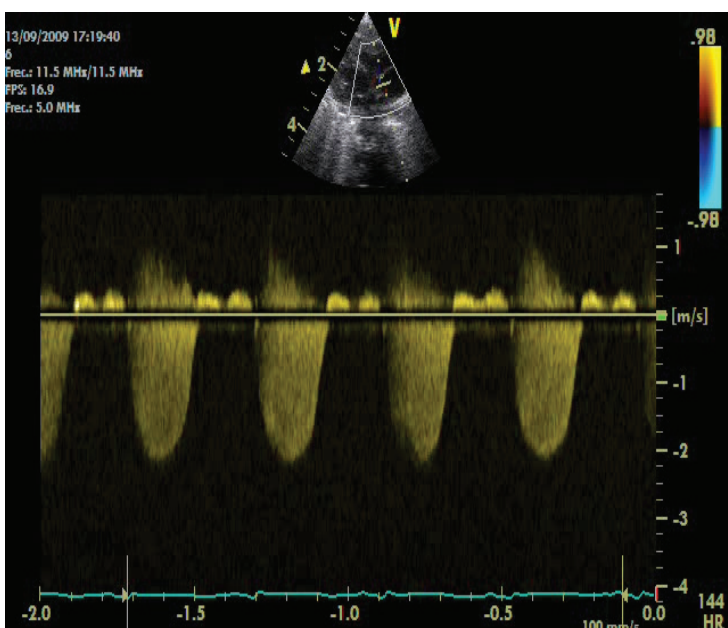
Cálculo de la presión pulmonar utilizando la regurgitación del flujo sanguíneo a través de la válvula tricúspide desde un eje paraesternal largo convencional, angulando la sonda hacia la derecha del paciente para visualizar el corazón derecho. En la imagen, el volumen de muestra se localiza en la aurícula derecha para recoger con Doppler continuo la velocidad máxima del chorro de regurgitación de la válvula tricúspide (2m/s). Así, la presión pulmonar estimada en este caso sería 21-26 mmHg.
